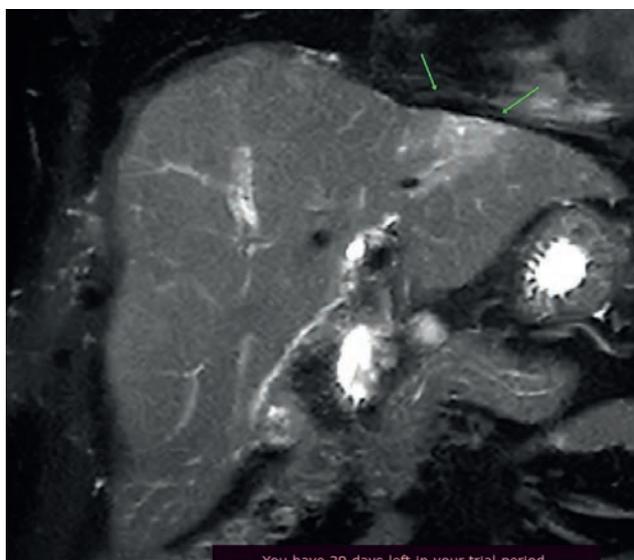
В проекции S2 печени определяется очаг изменённого МР-сигнала округлой формы размерами 4,3х5,4см, неомогенной структуры, изо-гиперинтенсивное на T2FS, изо-гипоинтенсивное на T1 IP, с мелкими очагами рестрикции на DWI IP, к которому подходят расширенные мелкие внутripечёночные желчные протоки, заполненные воздухом. В проекции S4 и S8 субкапсулярно отмечаются единичные очаги диаметром 4-5мм с признаками рестрикции на DWI IP, с наличием расширенных мелких внутripечёночных желчных протоков с утолщенными стенками.
